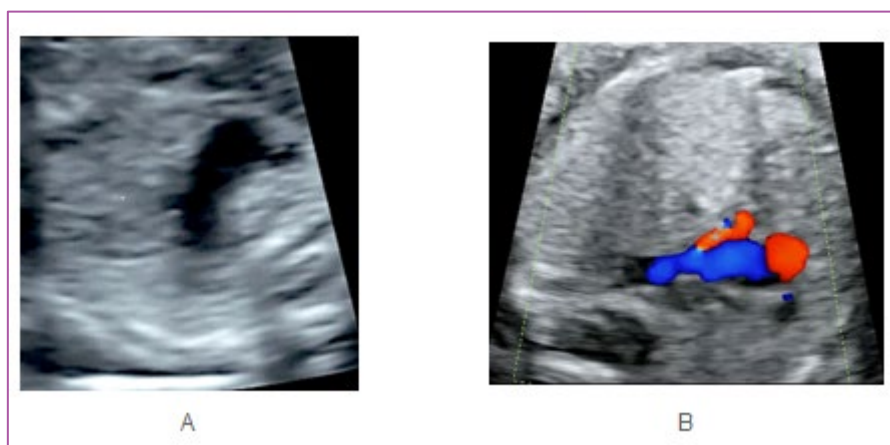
TETRALOGIA DE FALLOT CLASICA. TRES VASOS. A: MODO B; B: DOPPLER COLOR, TRACTO DE SALIDA DERECHO; C: MODO B; D: DOPPLER COLOR; E: DOPPLER ESPECTRAL
